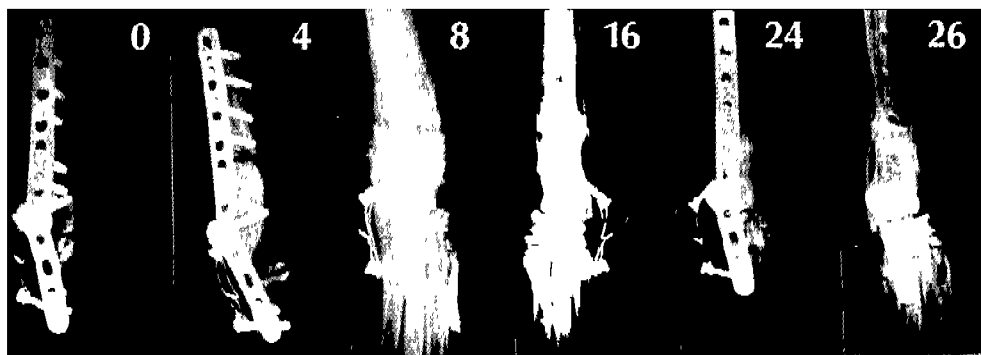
Series radiographs of dorsoventral view after the operation (number means weeks after the surgery)
